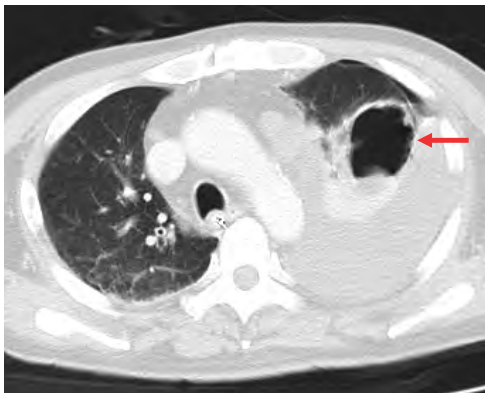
胸部CT. 左上部の空洞病変(矢印). 胸水の急激な増加と気胸を認めた。
